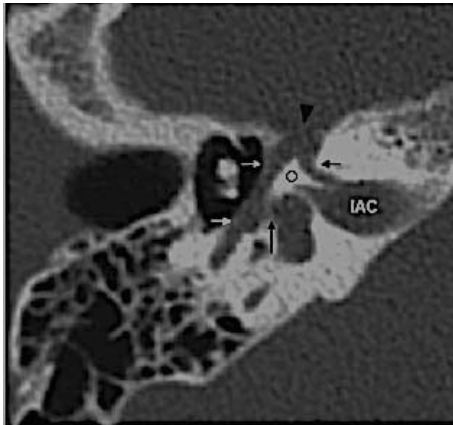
Tomografía computada. Corte sagital a nivel del segmento laberintico izquierdo, ganglio geniculado señalado en flechas [27].
